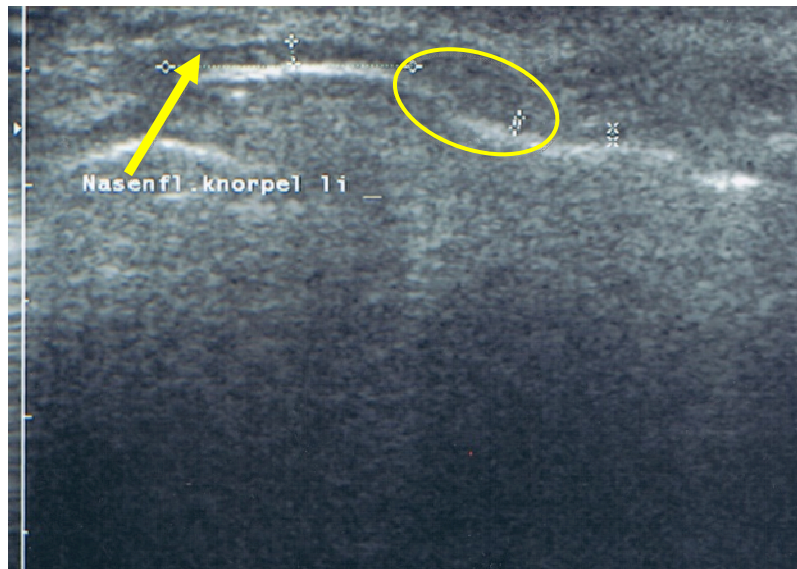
Sonographie lateraler Flügelknorpel im Längsschnitt, 2.
